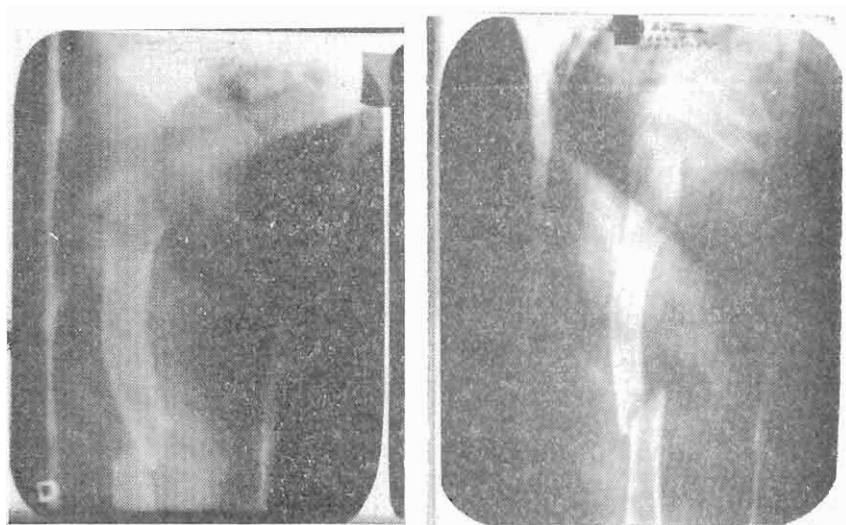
(Caso 2). Fractura del tercio medio de la tibia izquierda, apreciándose mejor en la radiografía del perfil con incurvación del hueso de concavidad posterior, nótese los signos característicos de una osteogénesis imperfecta; cortical adelgazado, disminución de la calcificación ósea.
